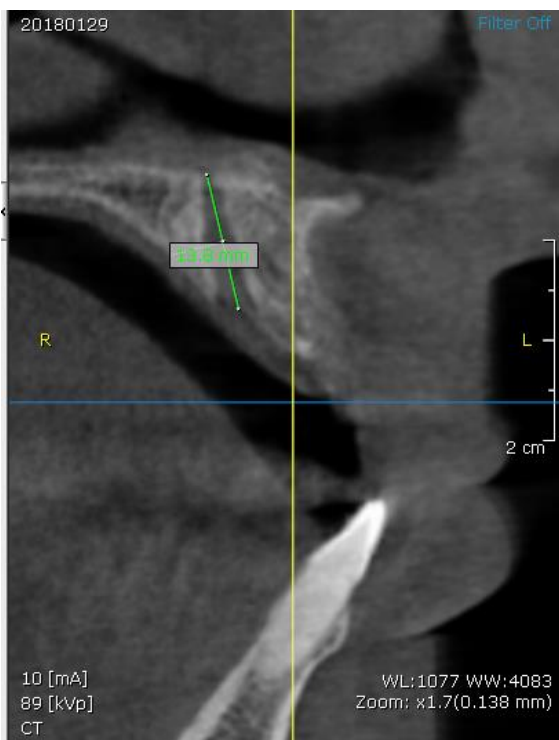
Corte sagital de la Tomografía Computarizada Cone Beam de la muestra (clínica especializada) explica la manera para poder determinar la longitud del conducto nasopalatino.
